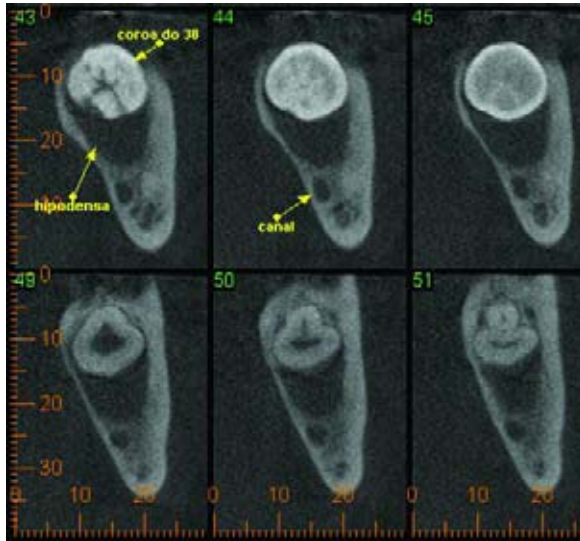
Tomografia cone bem evidenciando a separação do canal alveolar inferior (2007).
